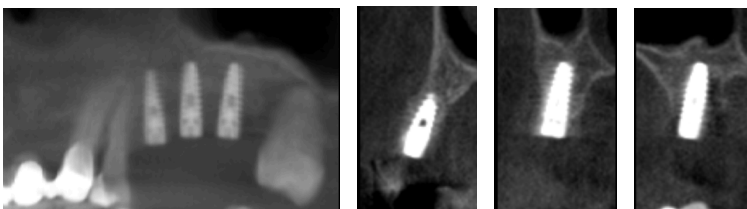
Control cone beam cirugía de instalación de implantes en zona 2.5-2.6-2.7, se pueden observar los implantes en la posición planificada
